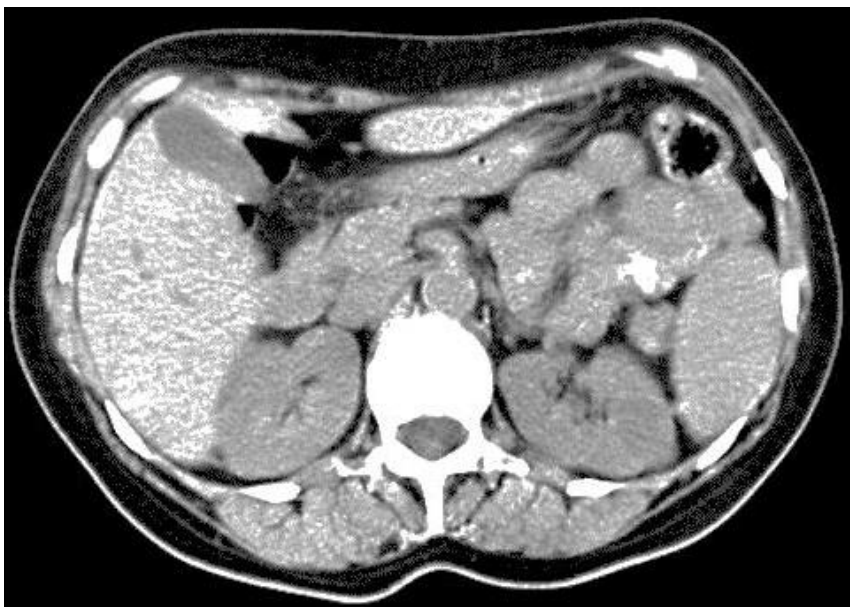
Рентгеновская компьютерная томография почек
